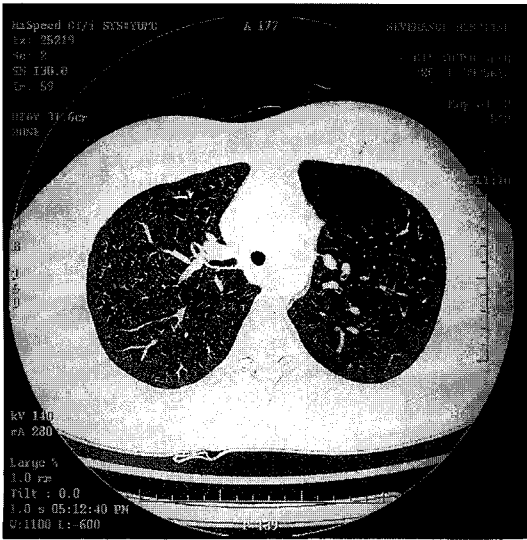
Chest CT scan revealing a tracheal bronchus of the anterior and apical segment of the right upper lobe with an abrupt tracheal narrowing.
